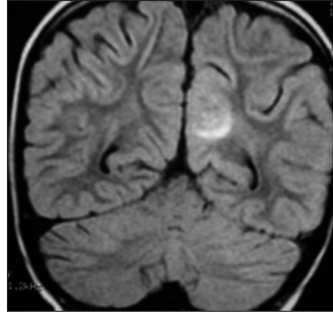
FLAIR. Lesiones en cerebelo de similares características.
